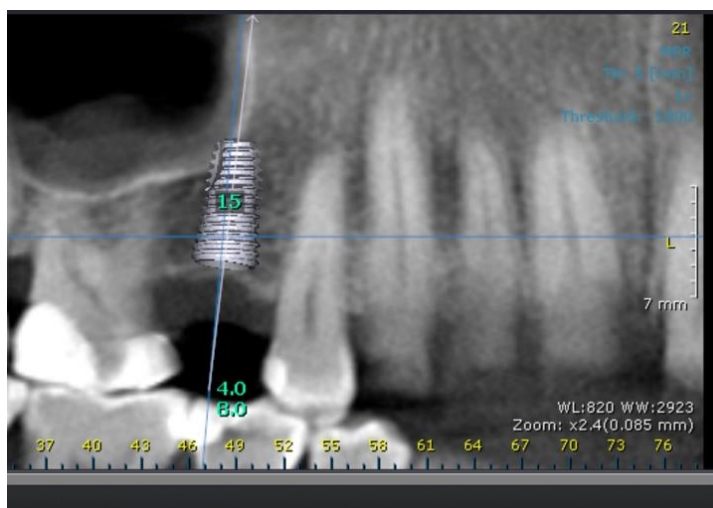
Tomografie computerizată cu fascicul conic
